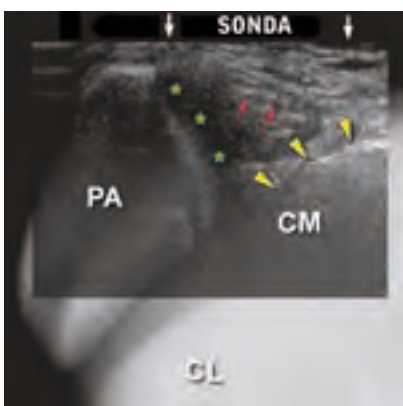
• a) esempio di valutazione del ginocchio con sonda ecografica posizionata medialmente sovrapposta ad immagine radiografica (PA - patella; CM - condilo mediale; CL - condilo laterale; frecce gialle - bordo anteriore della cartilagine del condilo femorale mediale; asterischi verdi - cartilagine rotulea; frecce rosse - retinacolo mediale; b) esempio di immagine ecografica della plica medio patellare (da Paczesny e Kruczynski 2009 modificato).
